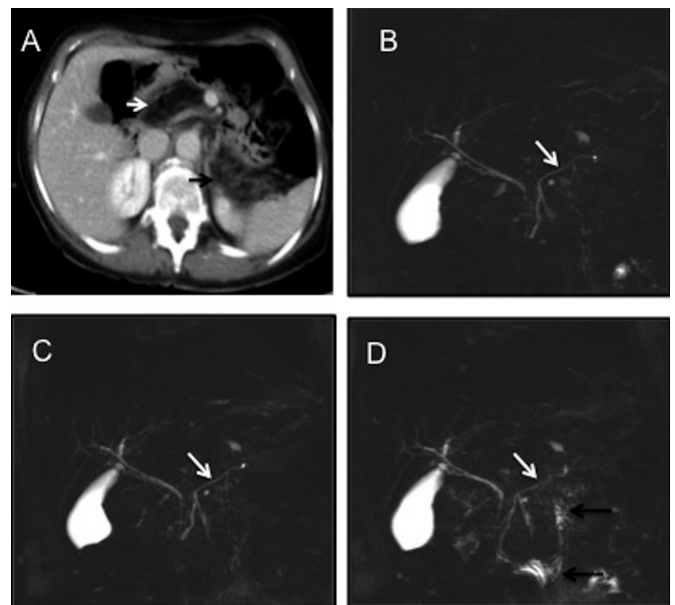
A. Tomografía computarizada. Reconstrucción MIP axial: reemplazo grasa del parénquima pancreático (flecha blanca: cabeza-cuello pancreático, flecha negra: cola pancreática). B-D. Imágenes coronales de RM colangiopancreática. B. Imagen basal donde se visualiza el conducto pancreático normal (flecha blanca). C. Tras los 60 segundos de la administración de secretina, el conducto pancreático (flecha blanca) presenta su máxima dilatación. D. Imagen tardía (diez minutos) con disminución del calibre del conducto pancreático (flecha blanca) en relación a C y la escasa presencia de señal en asas de delgado debido a la pobre función exocrina (flechas negras).
